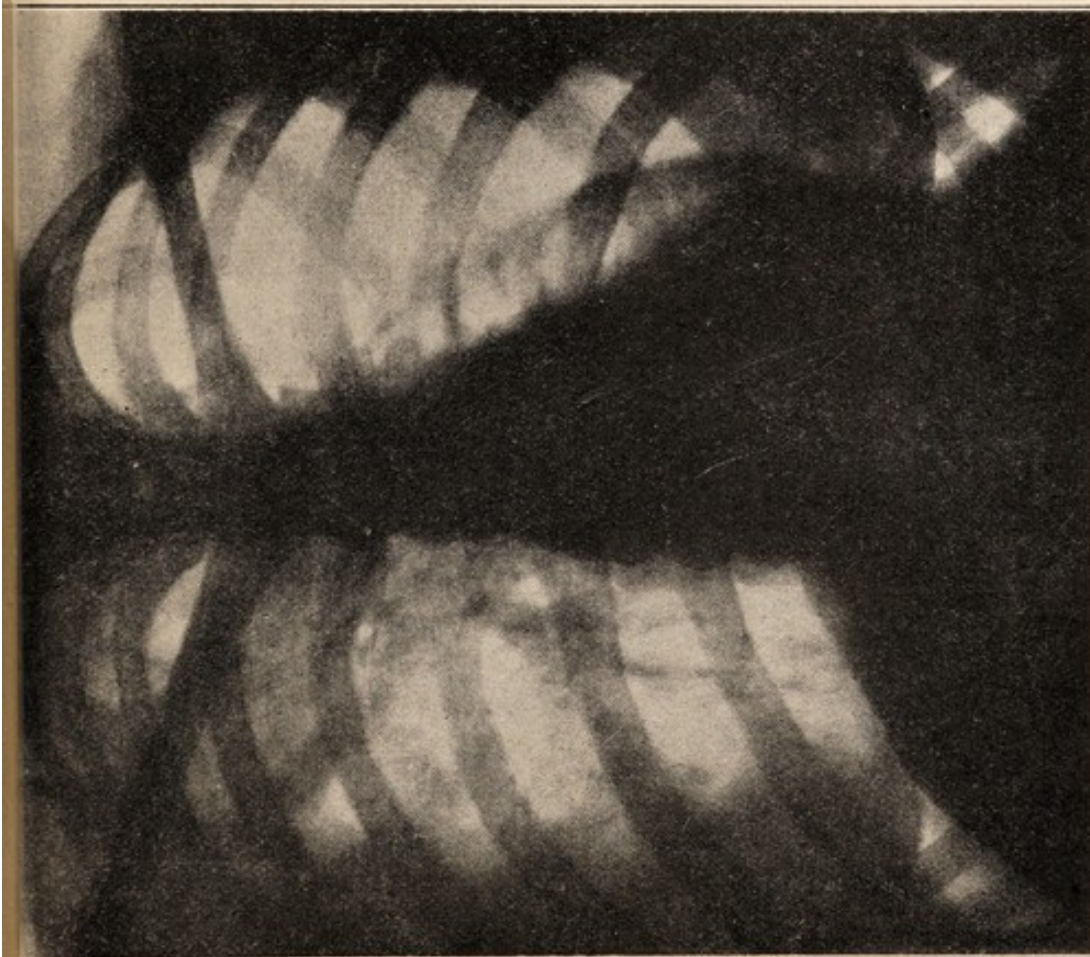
Röntgenbild DV. — Derselbe Fall wie in den Röntgenbildern der Tafel IV, 8 Jahre nach der ersten Radiographie. Linker Pneumothorax wenig voluminös; Herz und Mediastinum in ihrem Normalstöße. Linke Lunge etwas wieder ausgedehnt und am Mediastinum und Herzen anhaftend. Bei der Radioskopie zeigt die Lunge deutliche fortgeleitete Herzschiäge und gleichzeitig geringe, aber wahrnehmbare Atmungsbewegungen. Phthisis der rechten Lunge ziemlich ausgeprägt mit einer frisch entstandenen Kaverne; am Hilus vergrößerte Lymphdrüsen und disseminierte Pneumonitisherde.
